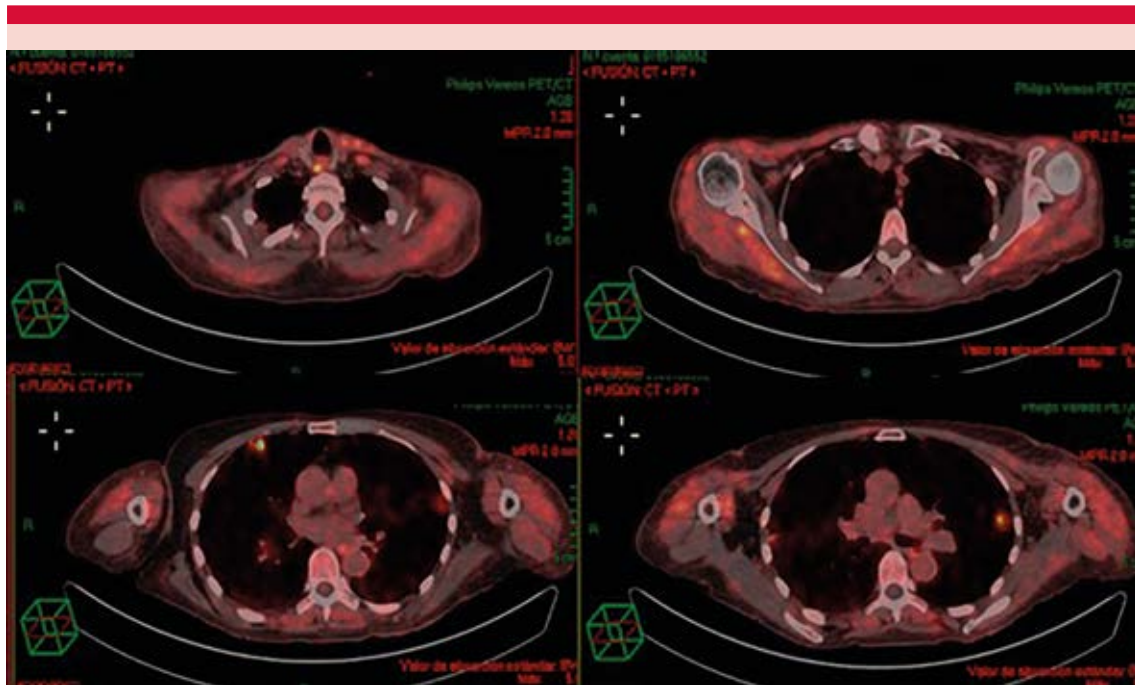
Tomografía computada por emisión de positrones que muestra hipermetabolismo en grupos musculares superiores, ganglio hipermetabólico retroesofágico y metabolismo heterogéneo en la columna vertebral de aspecto inespecífico.
